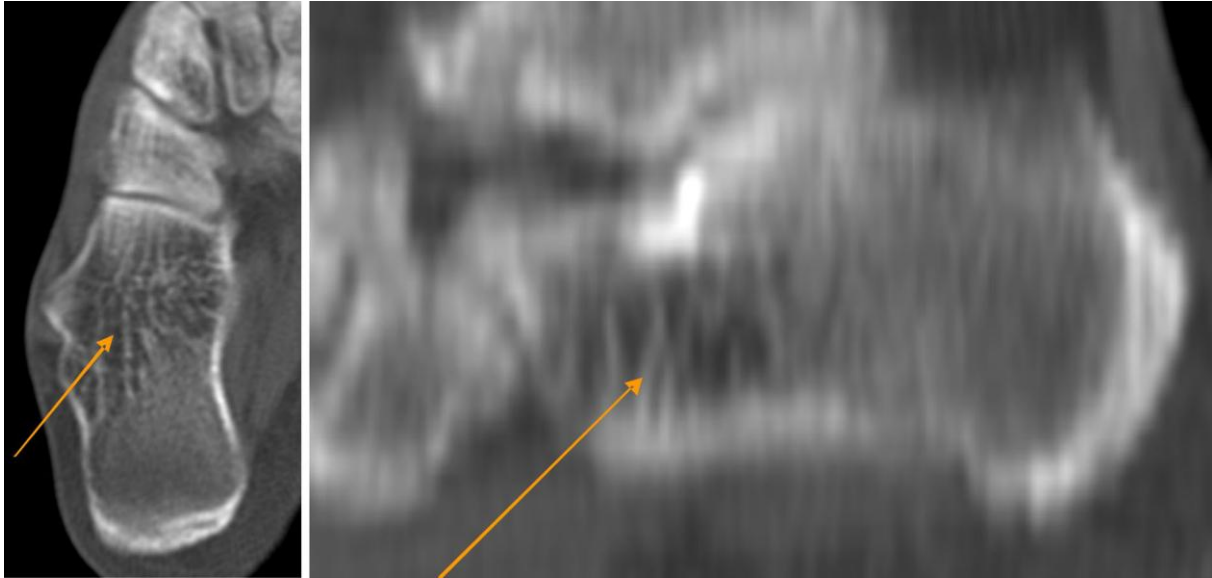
Компьютерная томография, MPR-изображения пяточной кости в норме
